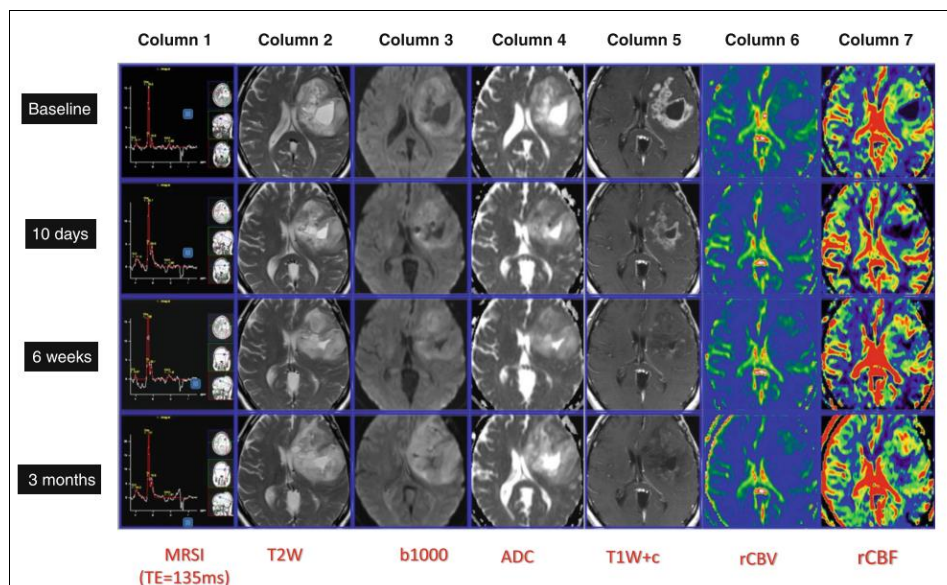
(Extraída de (43)). RM multiparamétrica de un GB tratado con un antiangiogénico. Se observa imagen de PsR precoz con normalización vascular. Columna 1: Pico de colina estable 3 meses después del tratamiento, es decir, ausencia de muerte celular. Columna 2: Imagen en T2 con discreta reducción del componente quístico y del efecto masa. Columna 3: Difusión estable, no se observa necrosis celular. Columna 4: Reducción significativa de la captación de contraste, que se inicia el día 10 y se mantiene hasta los 3 meses. Reducción de la permeabilidad de la BHE (PsR). Columna 5 y 6: Reducción precoz de la perfusión, debido a la normalización vascular.
